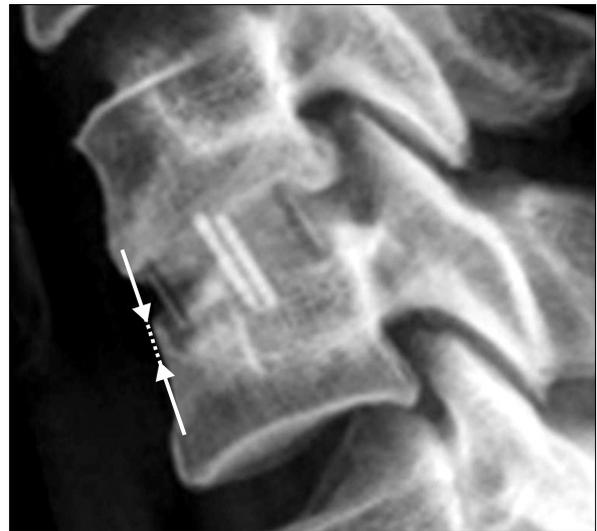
Lateral radiograph of cervical spine showing cage subsidence measurement.
